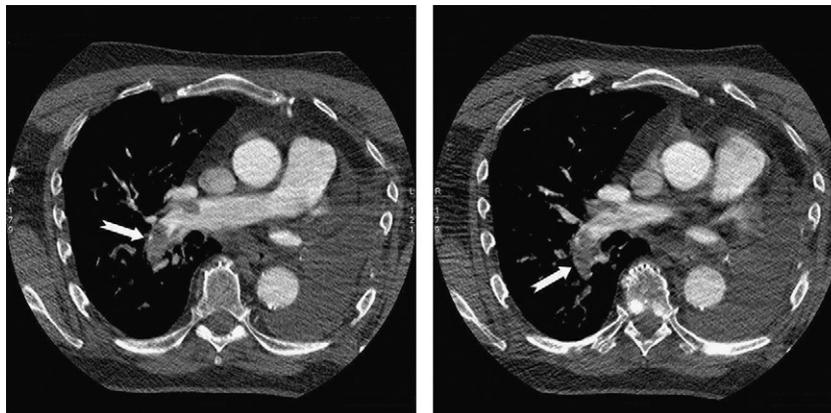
Cortes axiales de angiotomografía pulmonar. Se observan imágenes hipodensas en la proyección de la arteria pulmonar derecha y ramas segmentarias lobares medias e inferiores.
